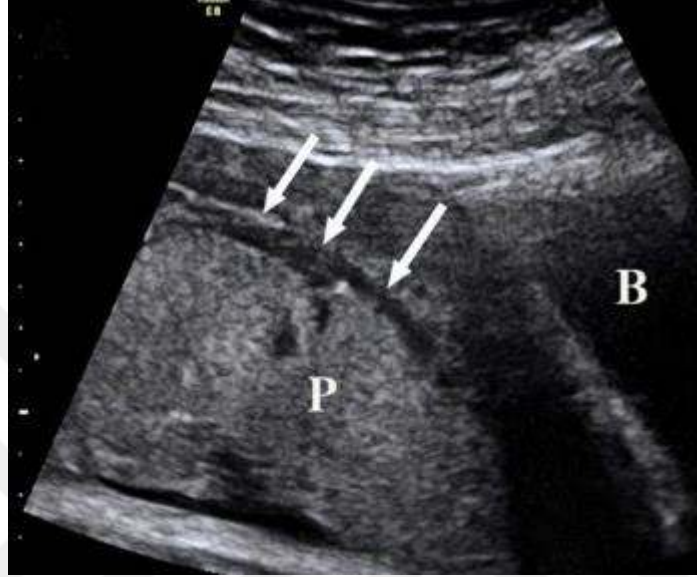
Plasenta (P) previa akreata 28. haftada transabdominal USG longitudinal görüntüleri. A; ok ile gösterilen çıkıntı mesane (B) duvarı kesintisini göstermektedir. B; renkli doppler USG'de damarların köprülenmesi³⁰
